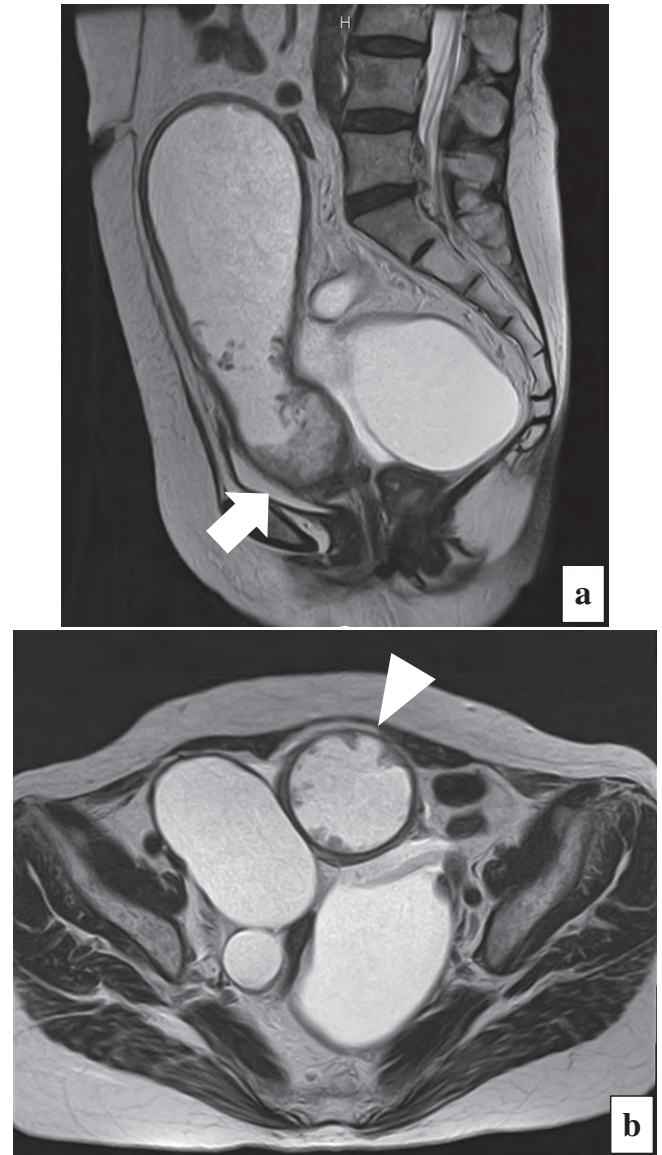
Magnetic resonance imaging (MRI)-T2-weighted imaging : a) sagittal, b) horizontal Cervical mass (arrow) and endometrial spike nodes (triangle) are seen. The image also shows pyometra and bilateral pyosalpinx.
